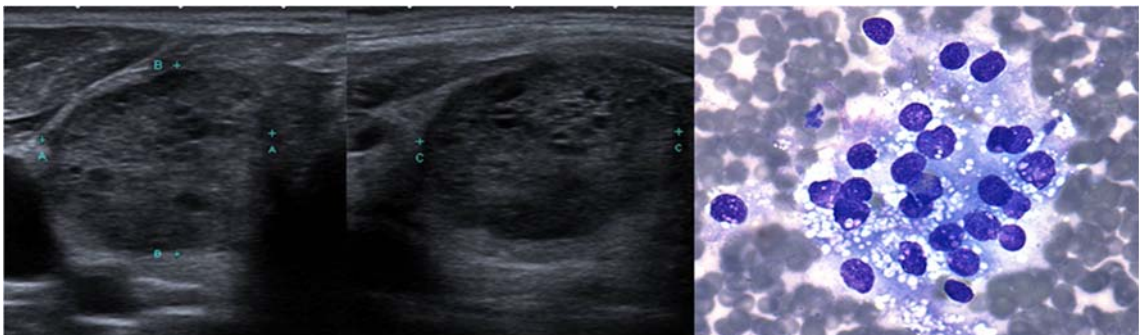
Correlação da ultrassonografia e citologia para nódulo TR4. (a) Plano longitudinal (a) e transversal (b) de ultrassonografia modo B, evidenciando nódulo sólido, marcadamente hipoeecogênico, largo, de margens regulares, sem focos ecogênicos (ACR TI-RADS 4). Resultado citológico (c): Citologia suspeita para carcinoma metastático (Bethesda V) Nota: Dentre os diagnósticos diferenciais, considerar a possibilidade de metástase de carcinoma de células claras renal. A imuno-histoquímica confirmou esta hipótese- Panótico, 40x.
